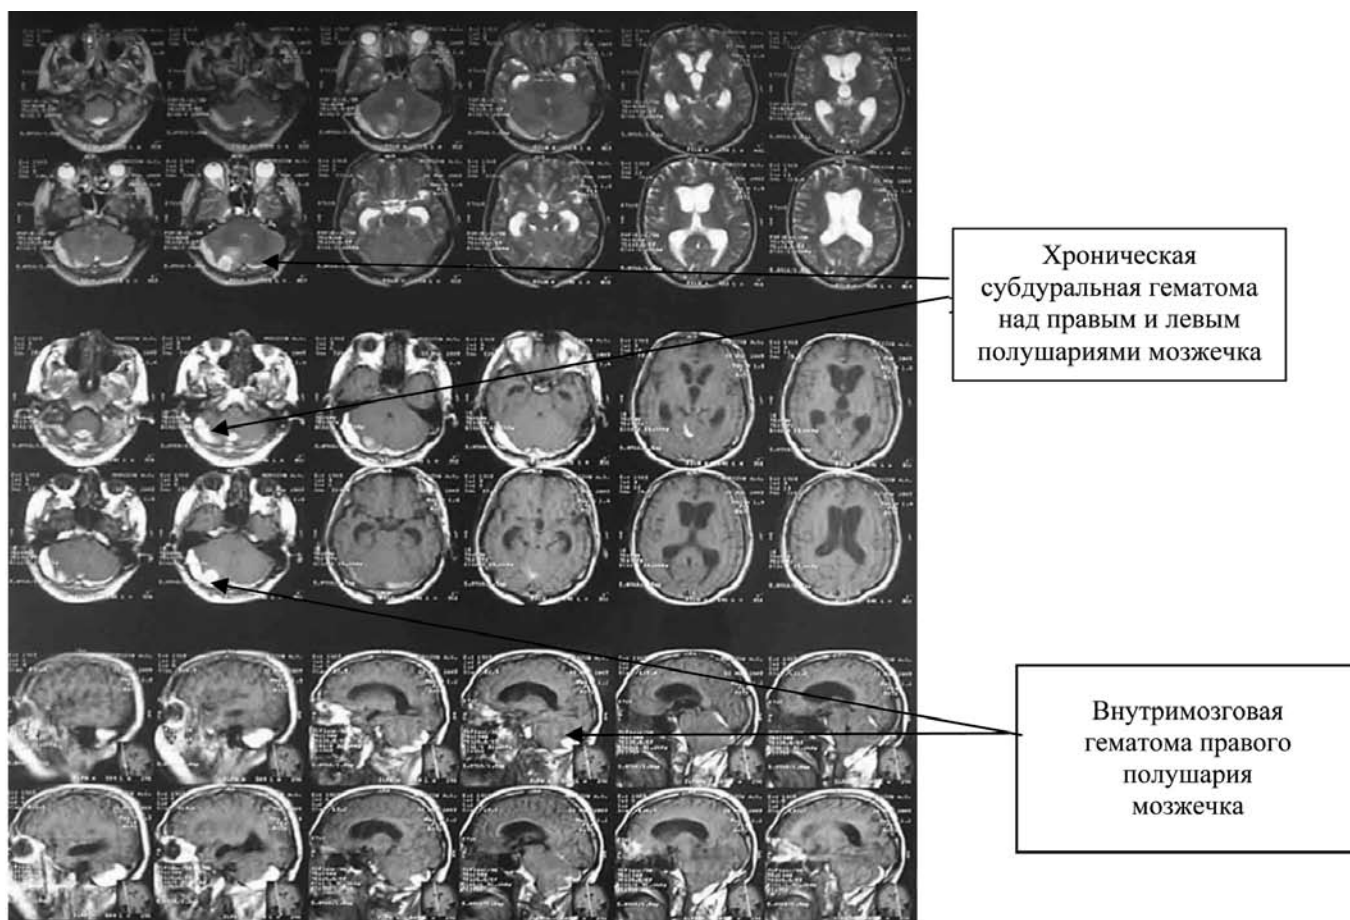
МРТ головного мозга. Хронические субдуральные гематомы над дорсальной поверхностью обоих полушарий мозжечка, внутримозговая гематома правого полушария мозжечка, вызывающие сдавление IV желудочка и околостволовых цистерн с развитием окклюзионной гидроцефалии.
